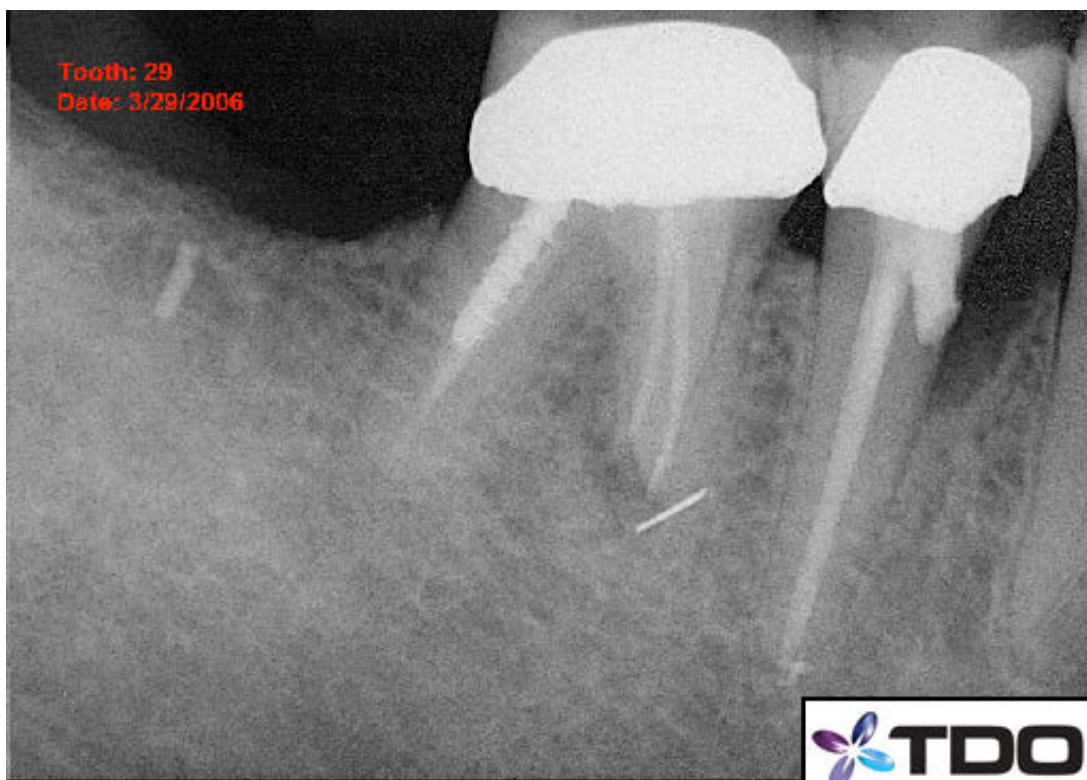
Die Recall-Röntgenaufnahme vom 29.03.2006 zeigt eine Zunahme der Läsion verglichen mit dem ersten Recall.
